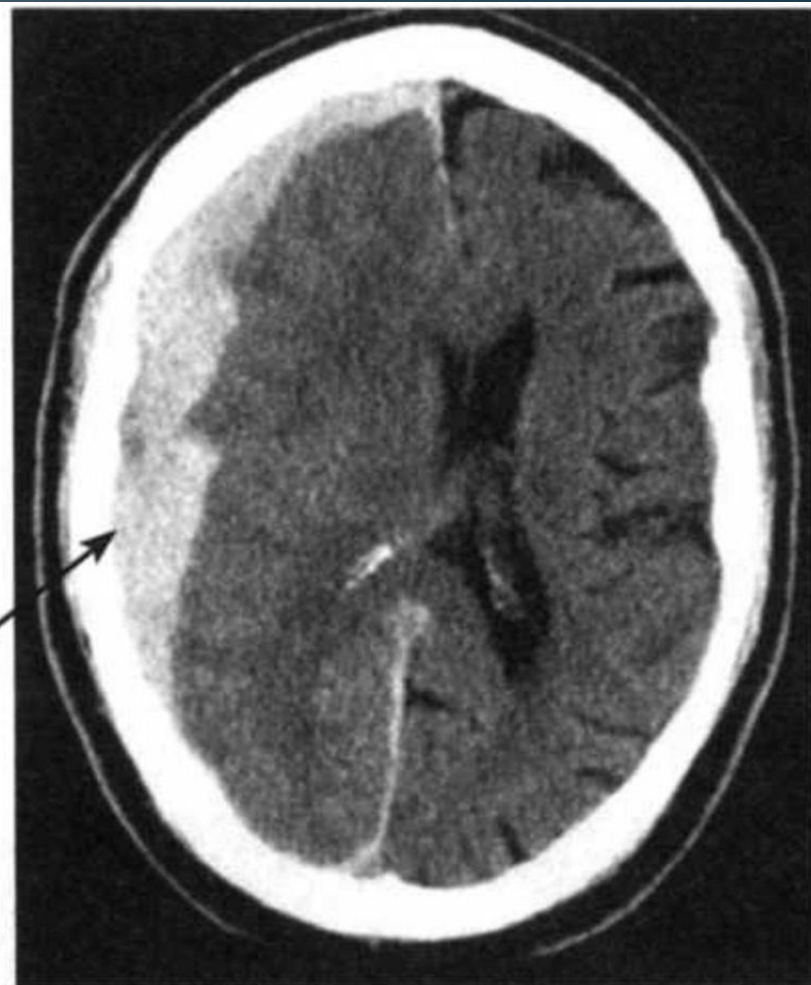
КТ. Острая субдуральная гематома. Над правым полушарием видна структура повышенной плотности, имеющая вид полумесяца (стрелка)
